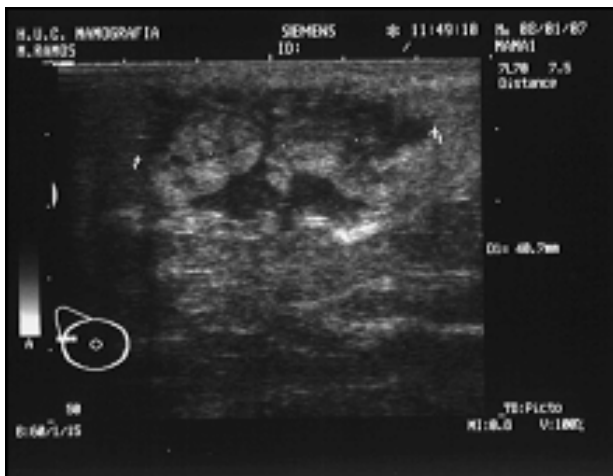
Ecografia mamária (01/2007).
